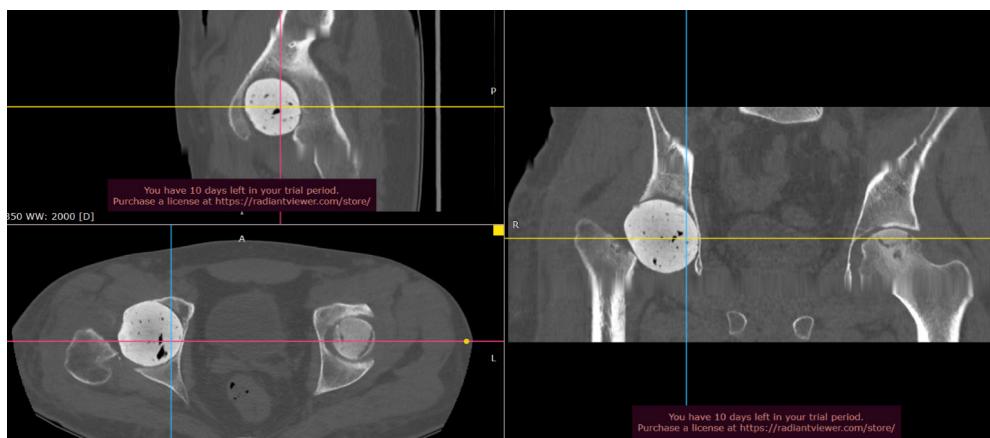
Компьютерные томограммы тазобедренных суставов пациента Х. от 31.08.2023
